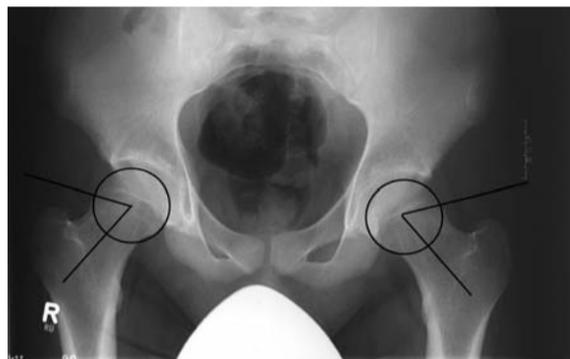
Die AP-Röntgenaufnahme zeigt eine pathologische Kopf-Hals-Taillierung beidseits. Der Alpha-Winkel nach Nötzli beträgt 66° links und 62° rechts.
